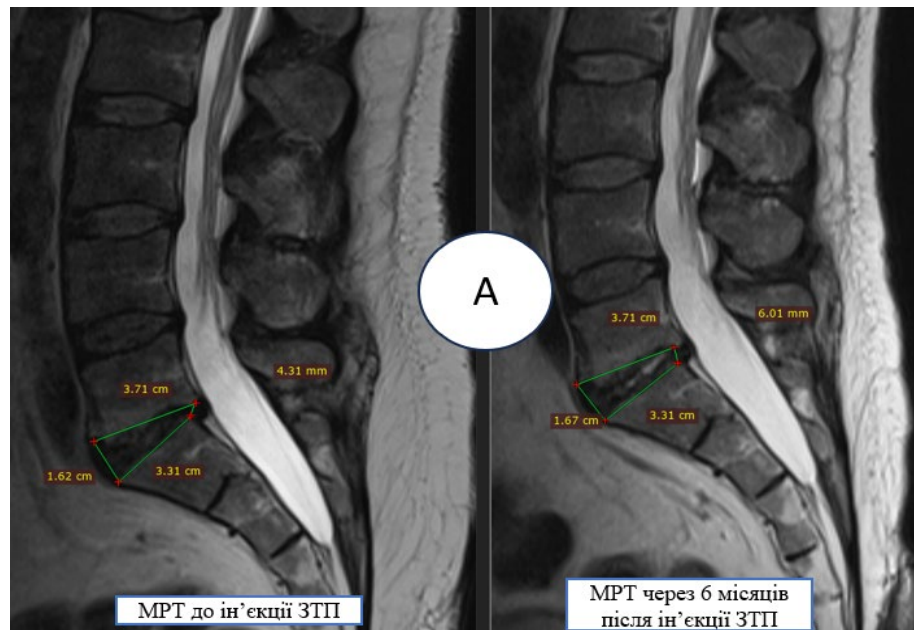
Клінічний приклад «А» МРТ зображень з параметрами індекса диска до внутрішньодискової ін'єкції ЗТП та через 6 місяців після ін'єкції.
